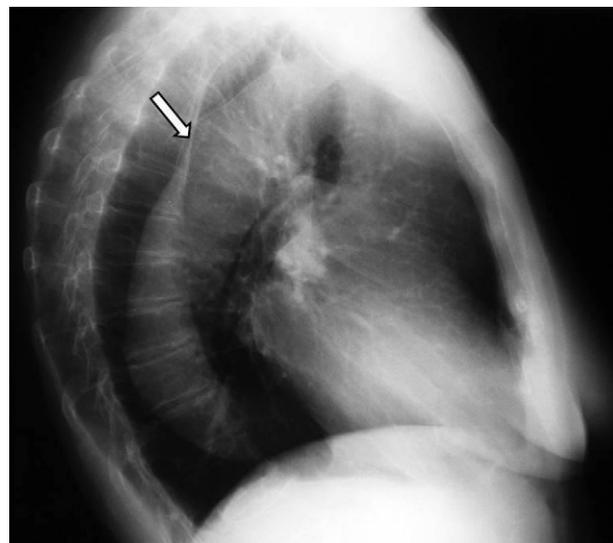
Radiografía lateral de tórax, donde se aprecia un aumento del diámetro antero-posterior de la aorta. Fuente: elaboración propia.
